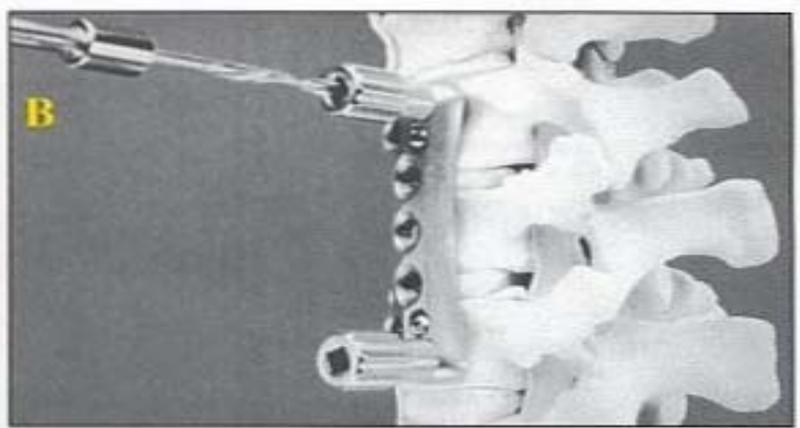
Surgical Treatment Plan—Surgical treatment for a patient with T10 prostate carcinoma causing severe back pain. (A) Magnetic resonance imaging scan shows severe cord compression anteriorly secondary to the prostate cancer. (B) Access to lesion using a retroperitoneal approach with vertebral body resection and placement of allograft. (C) CT scan demonstrating anterior decompression, bone graft, plate, and screws. Anterior plate used for internal fixation. (D) Postoperative films show good screw purchase into the T8 and T10 vertebral bodies.
